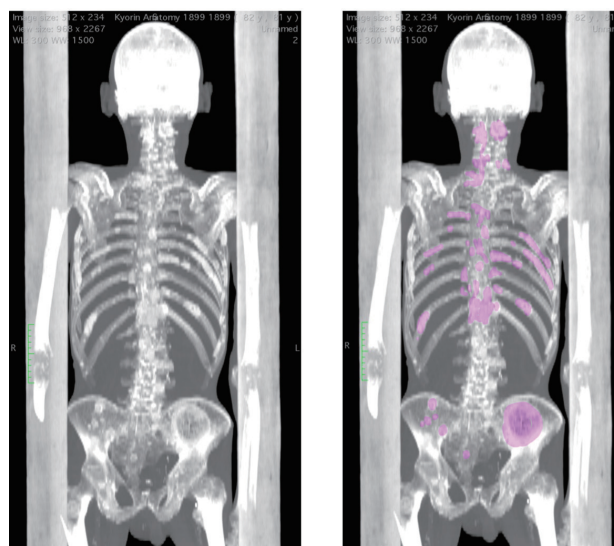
CT冠状断MIP像（骨条件）右：病変部に色付けしたもの
